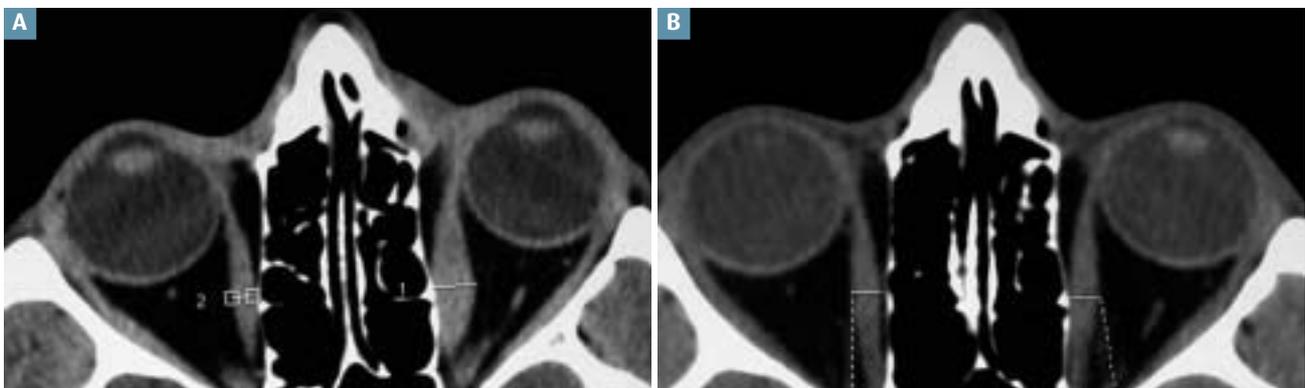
Myosite orbitaire idiopathique. TDM, coupe axiale. A : Exophtalmie secondaire à une hypertrophie du muscle droit médial gauche avec épaissement de son insertion tendineuse antérieure. TDM, coupe axiale, contrôle après six semaines de corticothérapie. B : Régression de l'hypertrophie et de l'exophtalmie sous corticothérapie.
